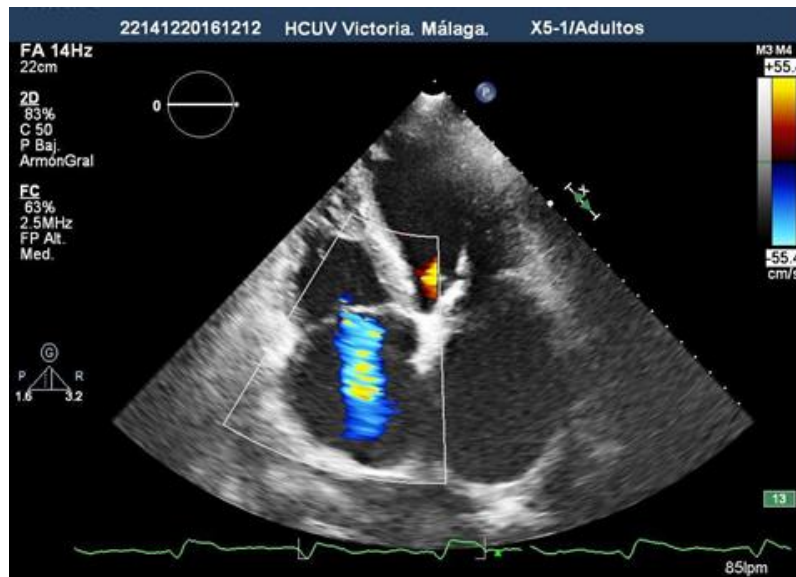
Imágenes de ETT donde con el Doppler color se observa un chorro de insuficiencia tricúspide severa (gradación visual).
